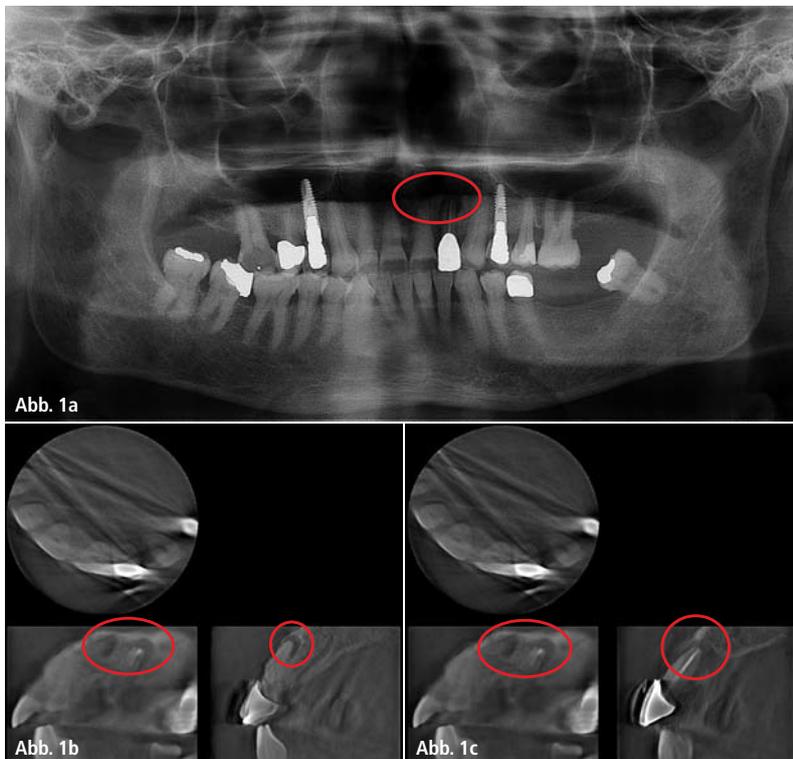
Ausgangsorthopantomogramm und DVT-Ausschnitte mit deutlichen apikalen Osteolysen an den Zähnen 21 und 22 (rote Markierung).
